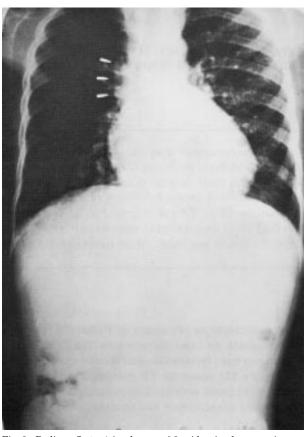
Radiografia torácica do caso $n^{\varrho}\,2$ evidenciando uma veia cava superior aumentada.
